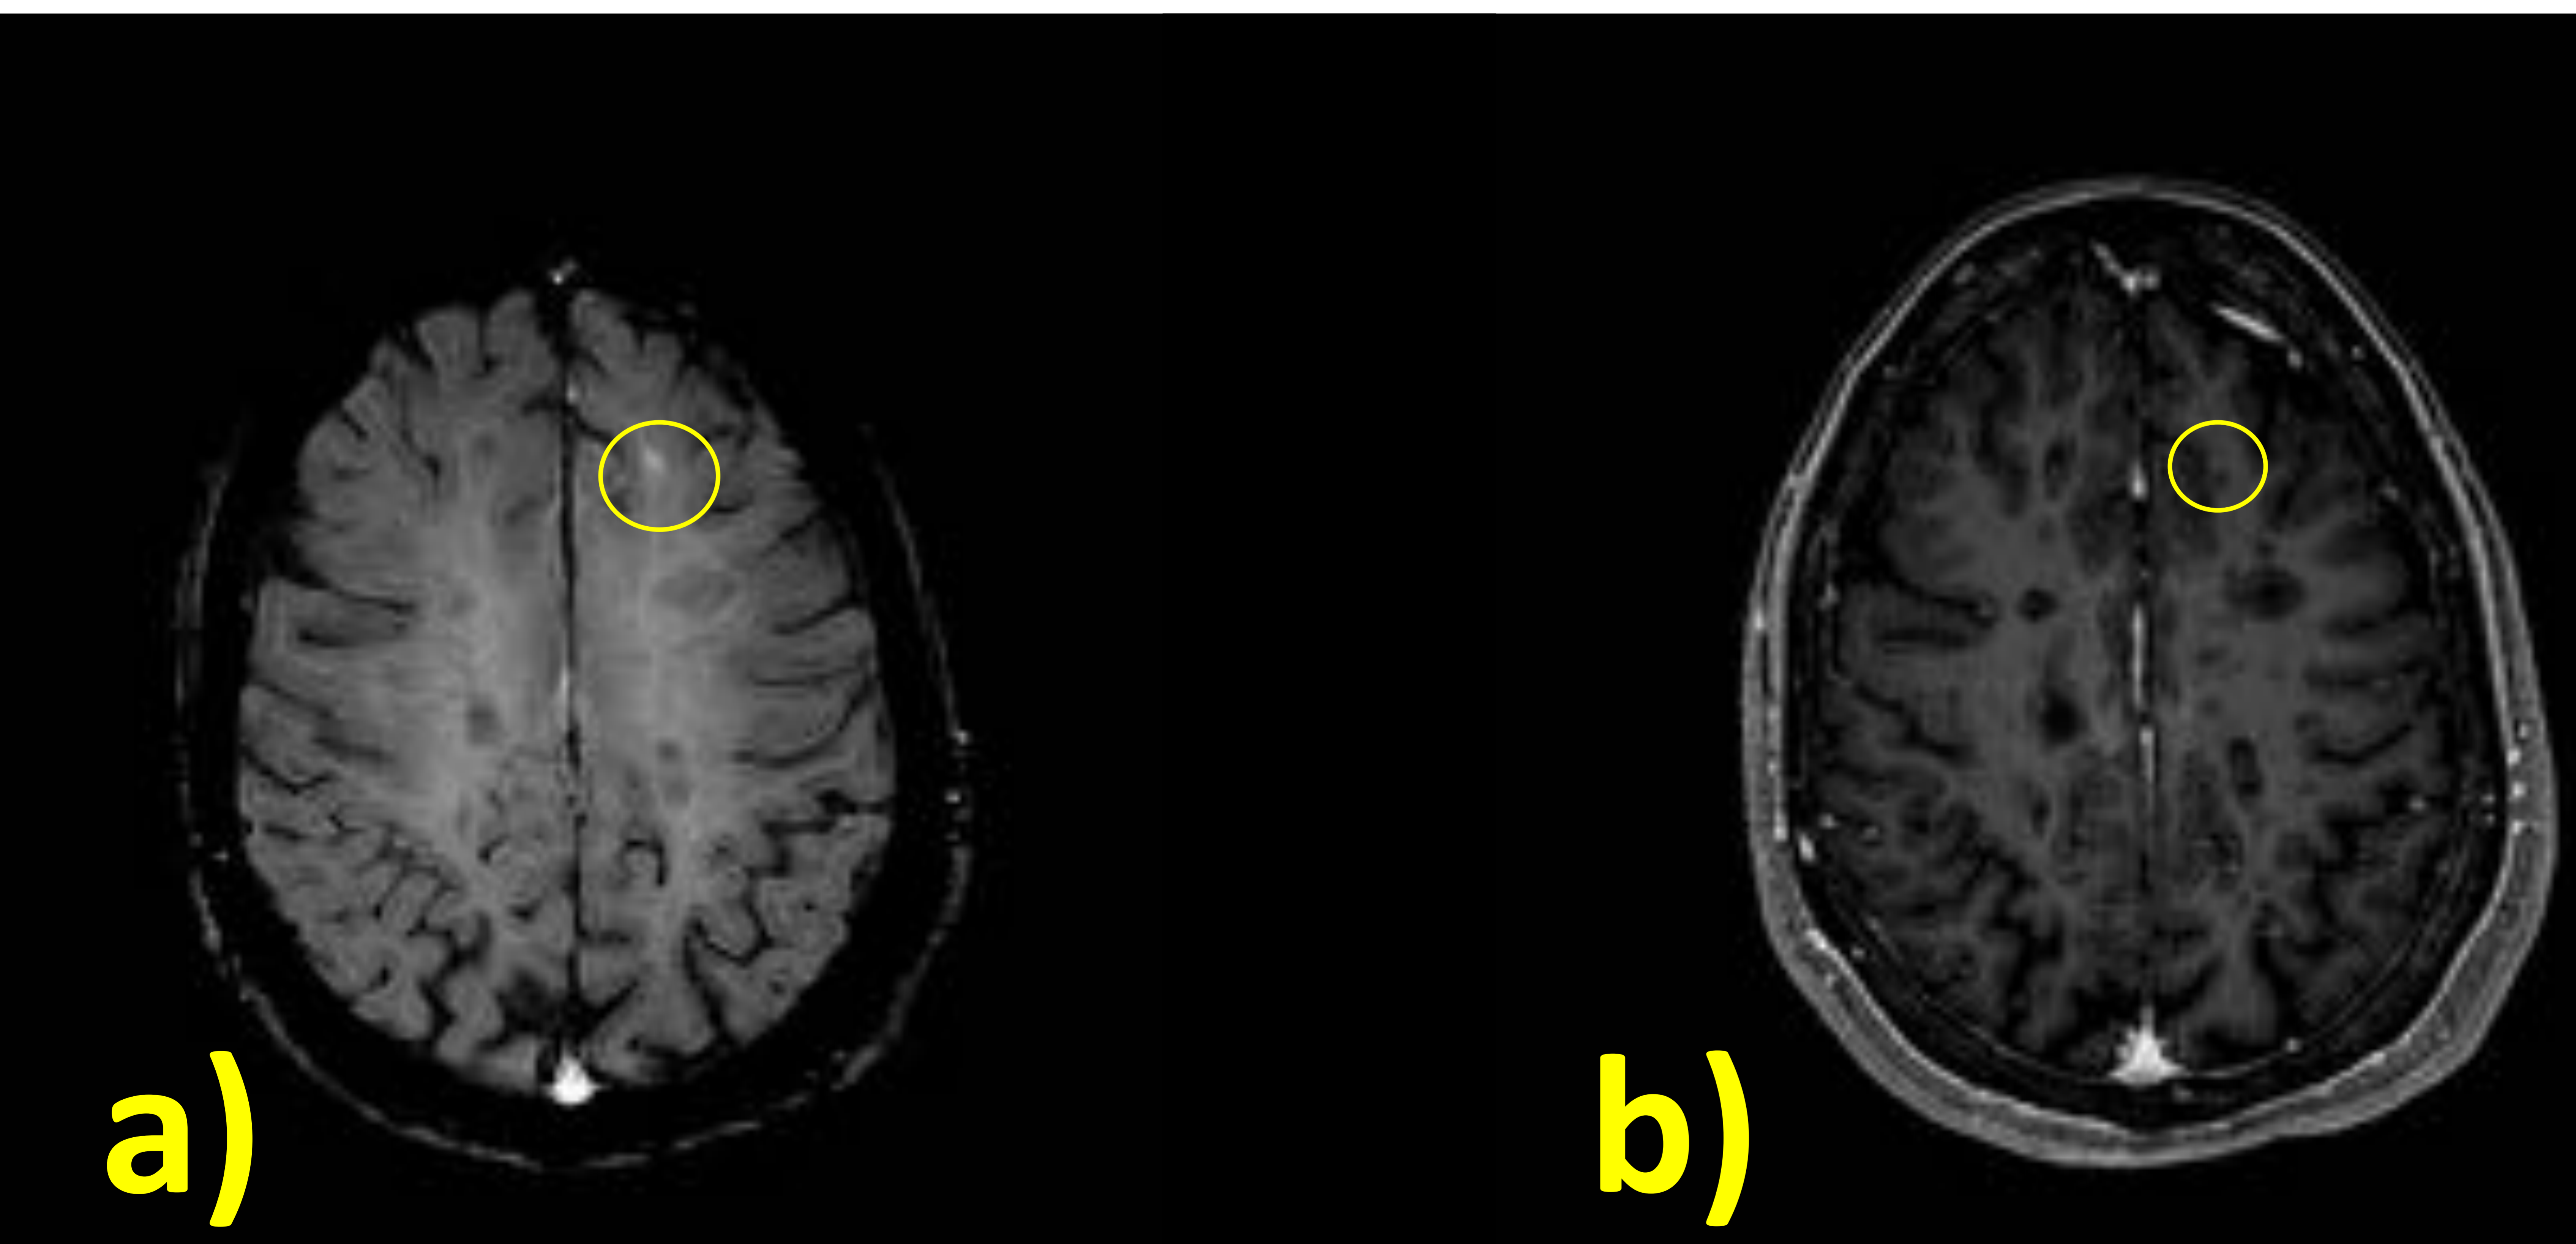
Lesión desmielinizante yuxtacortical en el giro frontal superior izquierdo, en RM de seguimiento de EM. a) La lesión muestra un realce más evidente en SWI C+ con respecto a b) T1WI C+.
